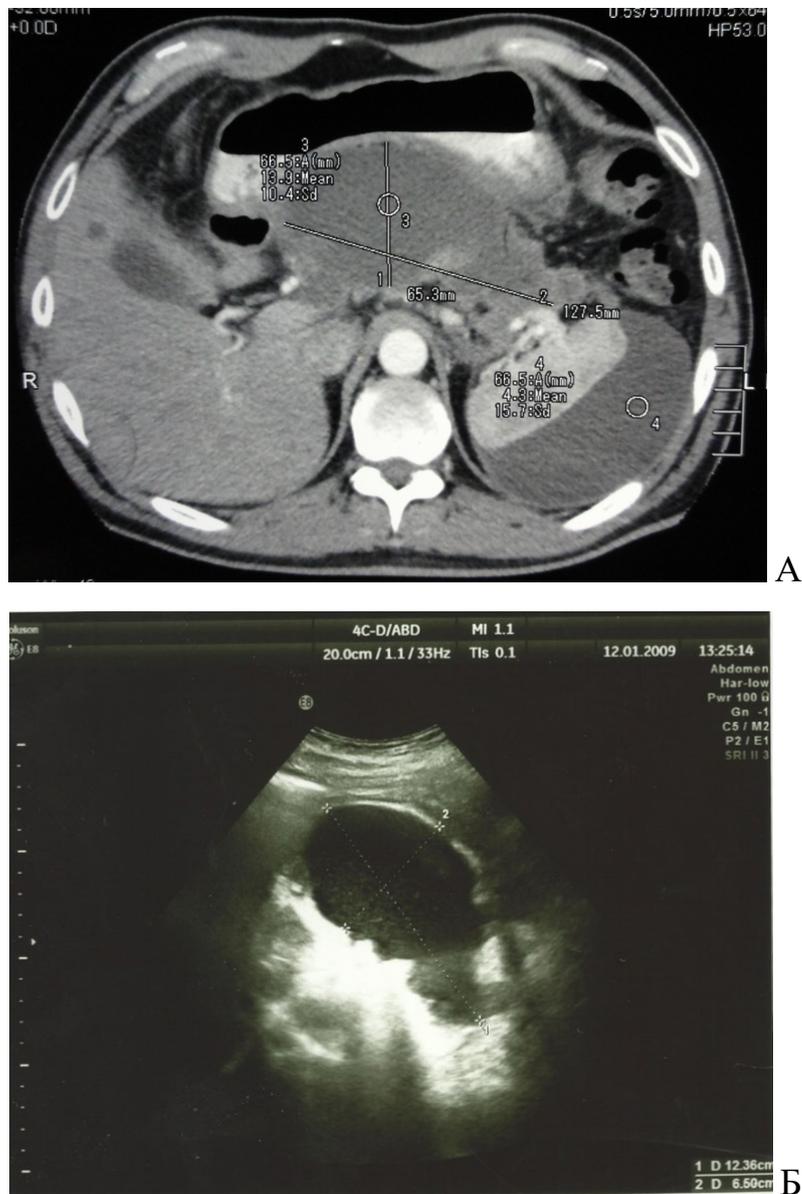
Компьютерная томограмма (А) и УЗИ (Б) больного Б., 43 года.
